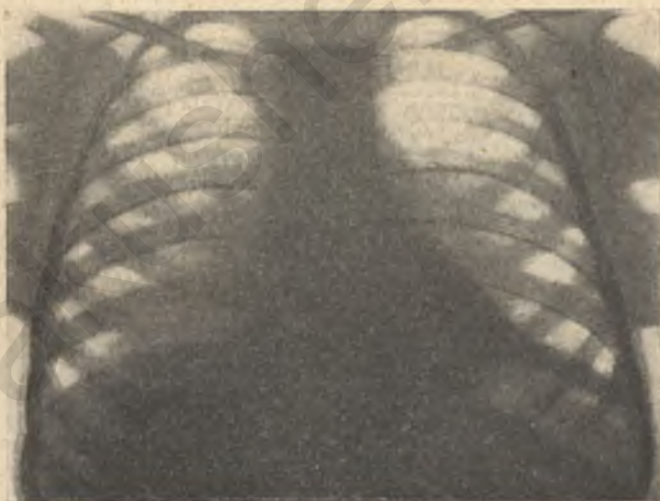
Рентгенограмма при милиарном туберкулезе у ребенка 2 лет 11 месяцев.
